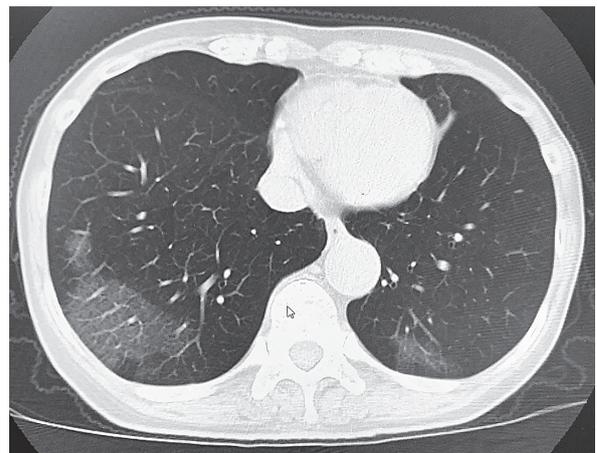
当院入院患者(60代女性)の入院時胸部CT像
